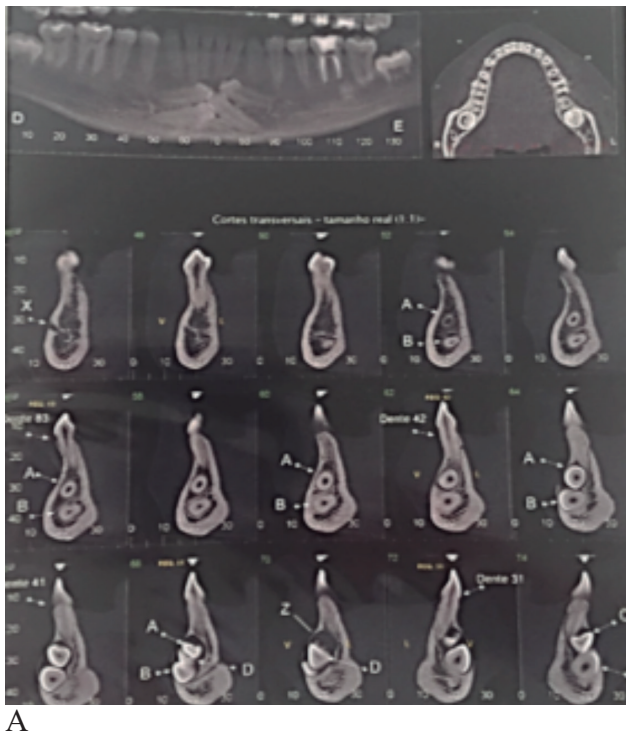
A y B- Tomografía Computarizada (TC) – Región Mentoniana.
